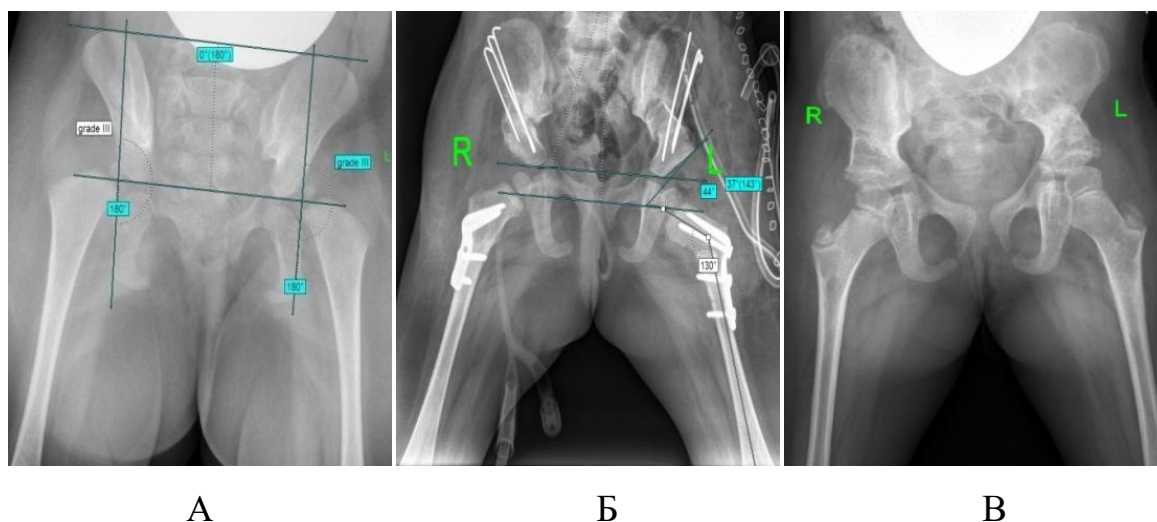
Результаты рентгенографии ТБС в прямой проекции пациентки В., 2016 г.р., (и/б №17/0436, №20/0458), диагноз амиоплазия, двусторонний вывих бедра, отводящие контрактуры ТБС: А – до лечения; Б – интраоперационно после ОВБ, КОБ, ПОС; В – через 2 года после ОВБ, КОБ, ПОС
